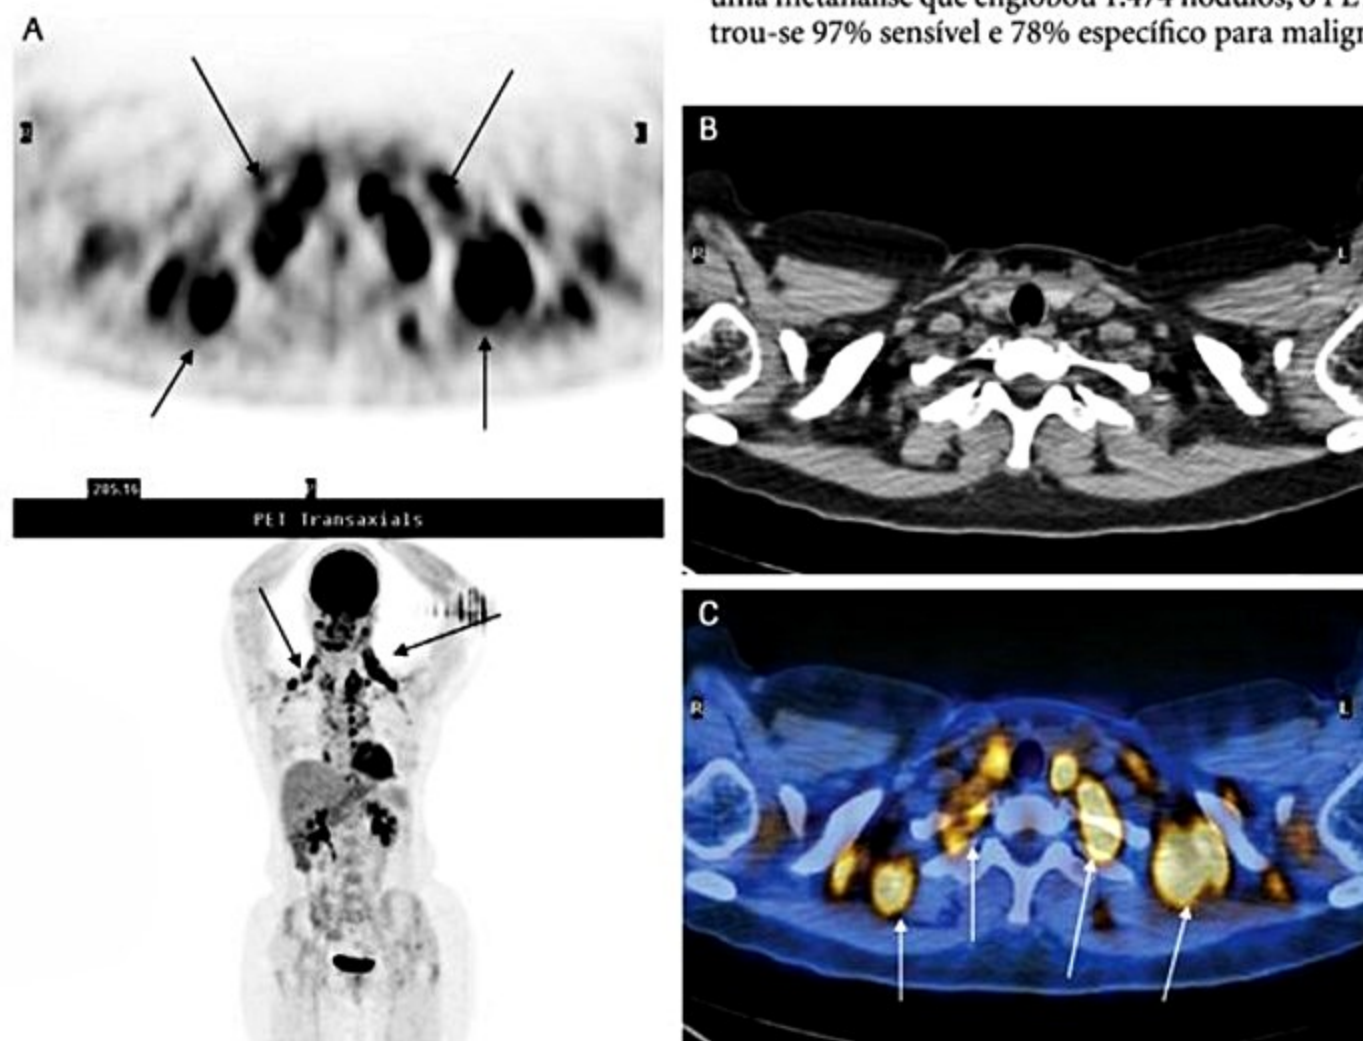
PET-CT realizado em uma paciente com história de neoplasia mamária tratada. O PET (A) mostra várias áreas nodulares de hiper captação no pescoço e nas fossas supraclaviculares, compatíveis com linfonodomegalias (setas). As imagens na CT do mesmo exame (B) mostram anatomia normal nesta área. As imagens fundidas de PET e CT (C) mostram que a captação está, de fato, na gordura (setas), ou seja, trata-se de realce fisiológico pela gordura marrom do organismo, presente na região da cintura escapular. O diagnóstico de certeza só pode ser feito pelo PET e CT em conjunto (PET-CT).
